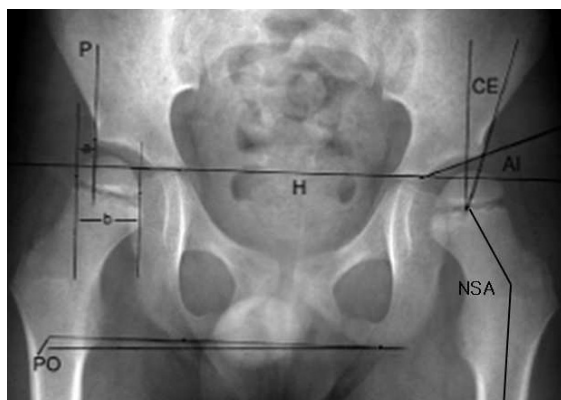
Radiography of Migration percentate.
